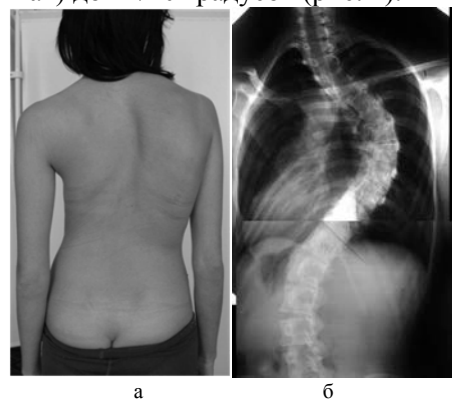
Внешний вид пациентки (а, д) и рентгенограммы позвоночника (б, е) до лечения; внешний вид (в, ж) и рентгенограммы (г, з) после лечения
